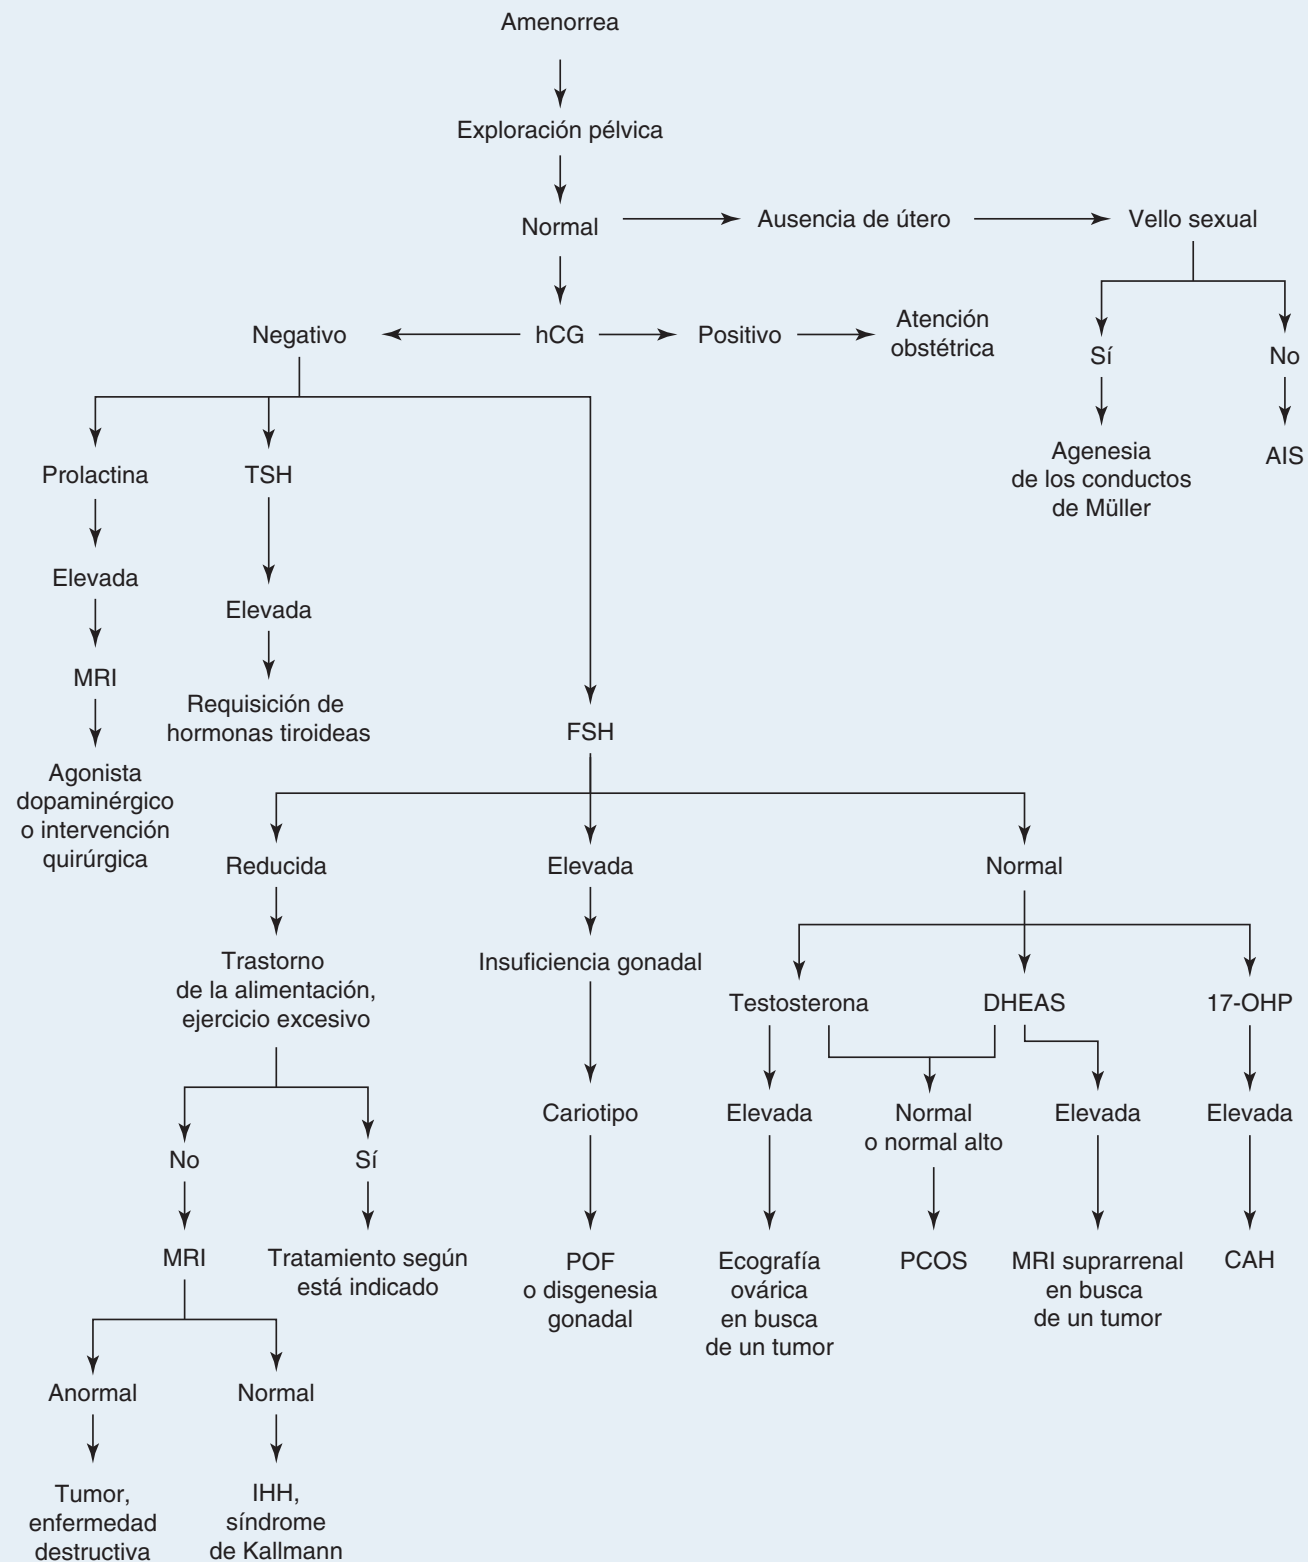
Algoritmo diagnóstico para valorar la amenorrea. AIS = síndrome de insensibilidad a los andrógenos; CAH = hiperplasia suprarrenal congénita; DHEAS = sulfato de deshidroepiandrosterona; FSH = hormona foliculoestimulante; hCG = gonadotropina coriónica humana; IHH = hipogonadismo hipogonadotrópico idiopático; MRI = resonancia magnética; 17-OHP = 17-hidroxiprogesterona; PCOS = síndrome de ovario poliquístico; POF = insuficiencia ovárica prematura; TSH = tirotropina.
